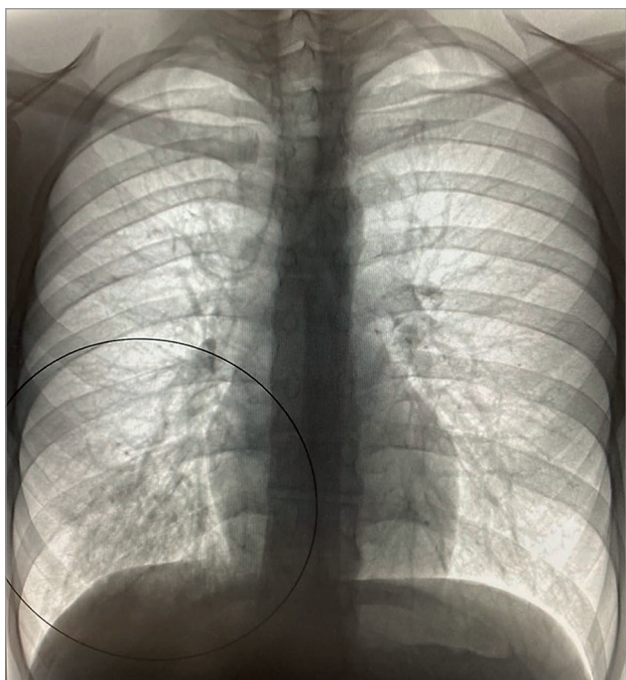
Рентгенограмма органов грудной клетки пациента с внебольничной пневмонией, вызванной *Mycoplasma pneumoniae*
